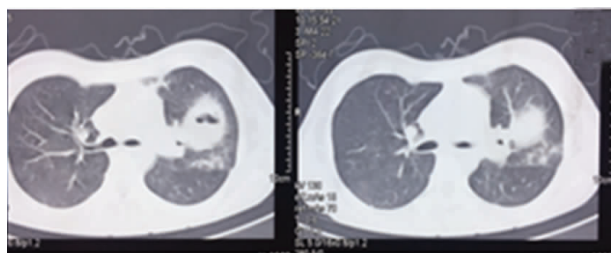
经两性霉素 B 脂质体治疗 1 周后复查胸部 CT,提示左上肺空洞形成
